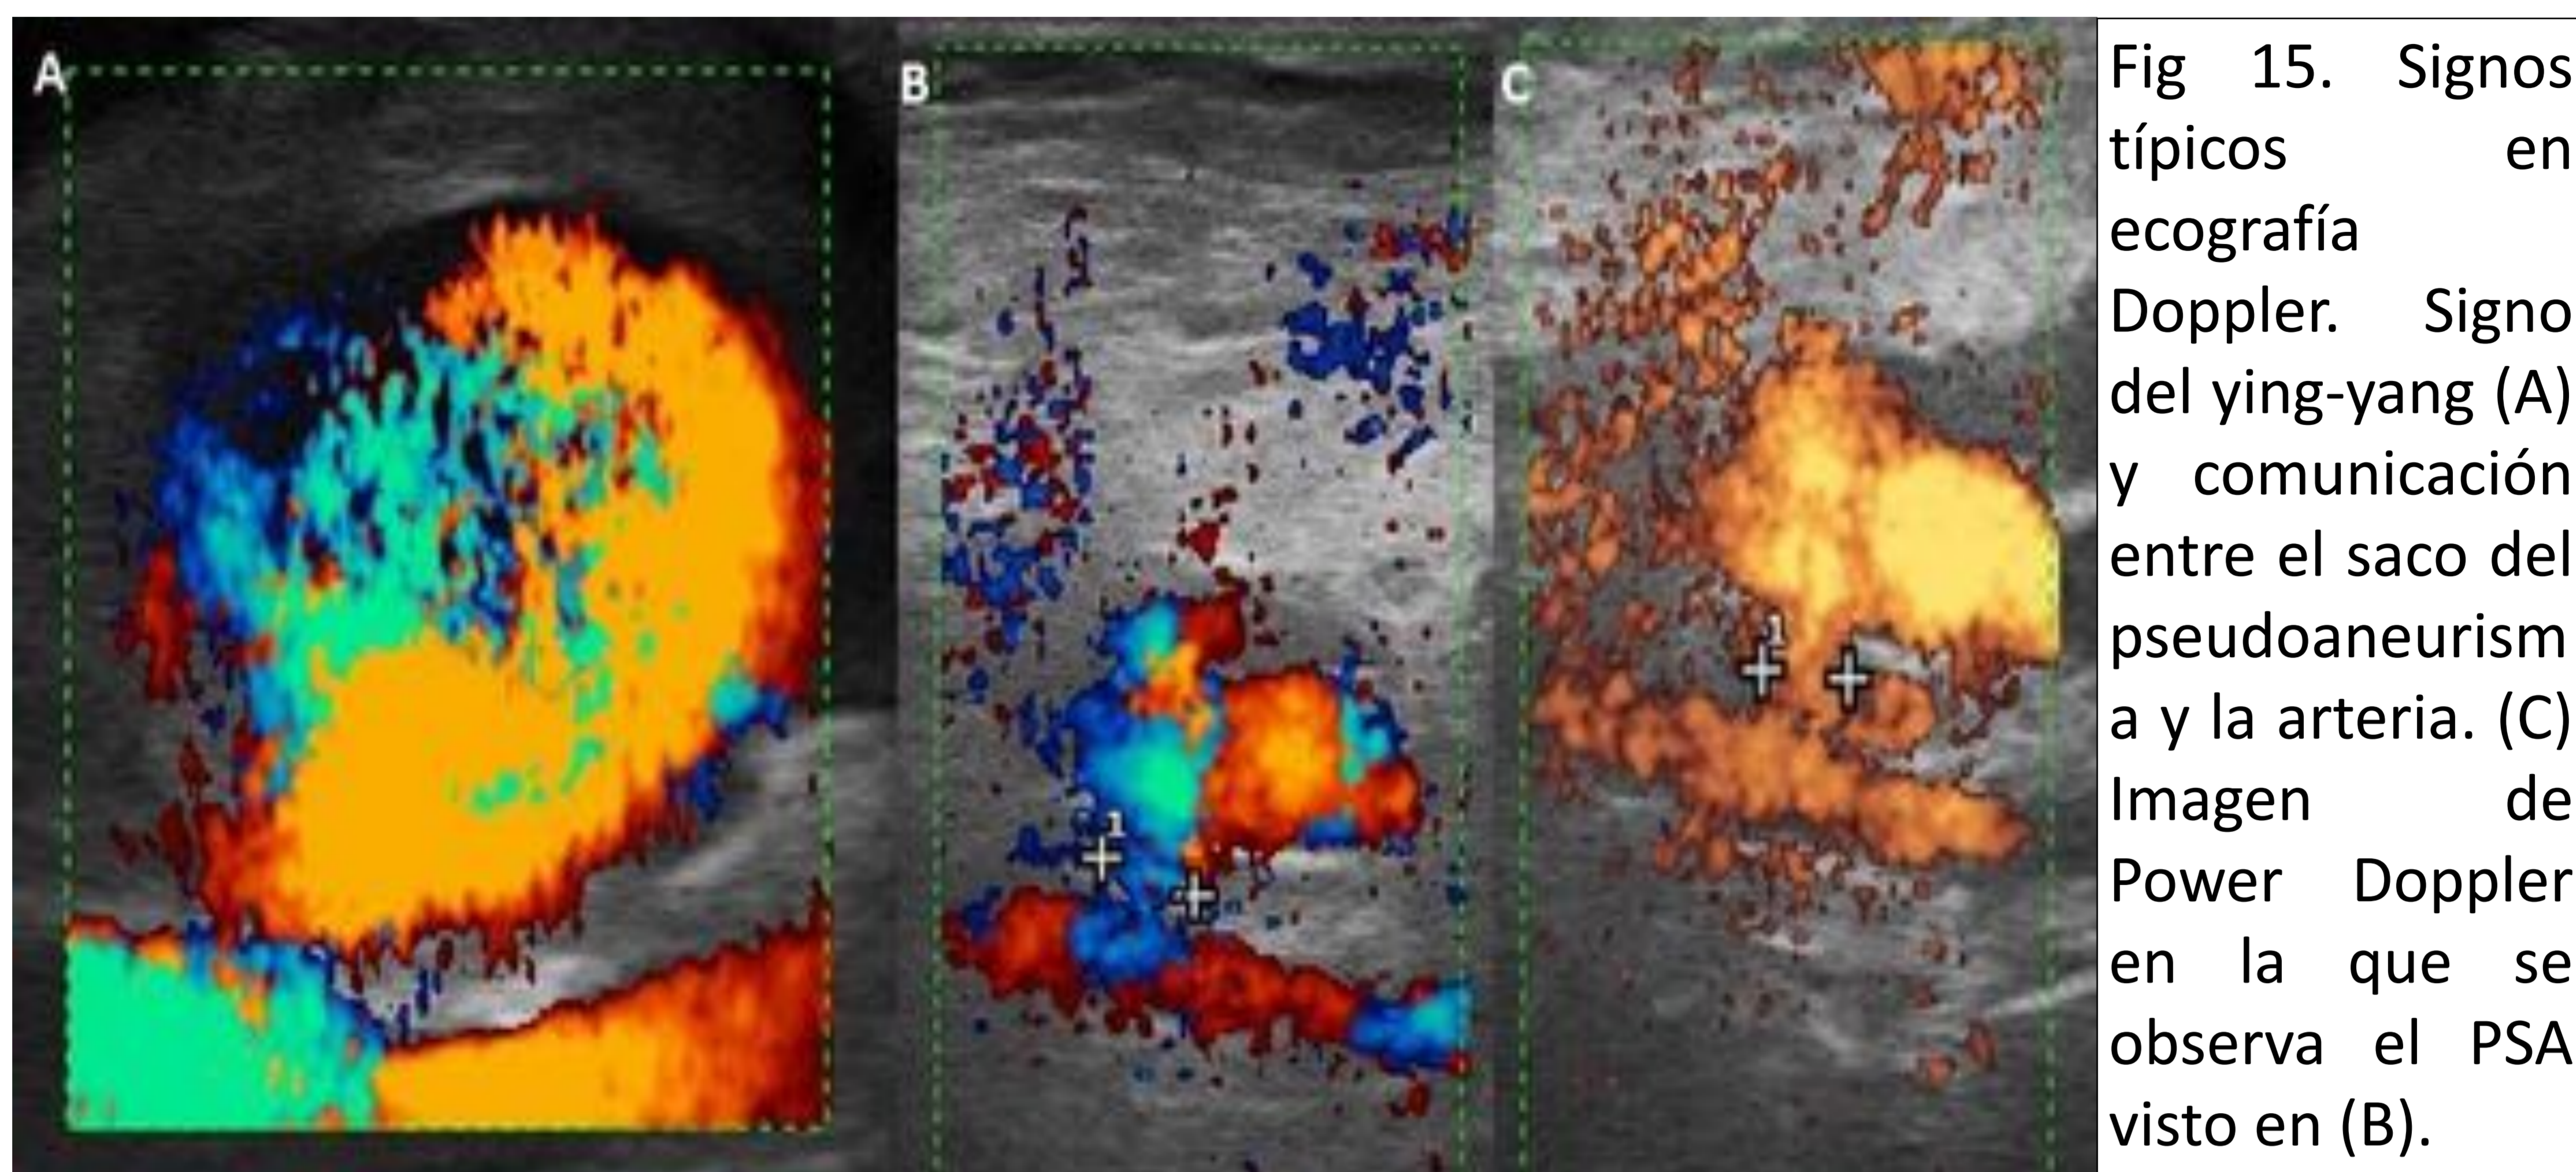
Signos típicos en ecografía Doppler. Signo del ying-yang (A) y comunicación entre el saco del pseudoaneurisma y la arteria. (C) Imagen de Power Doppler en la que se observa el PSA visto en (B).
